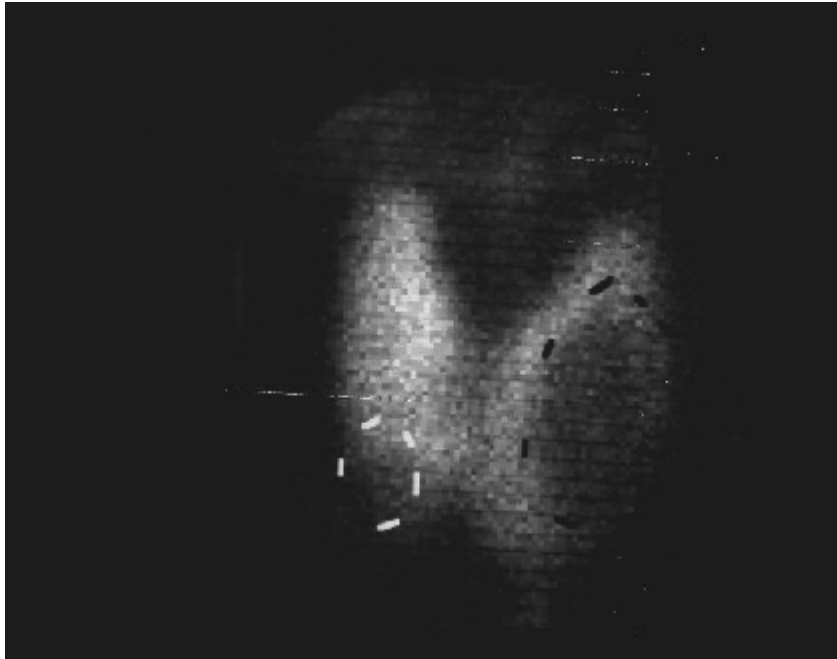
Image scintigraphique d'un goitre nodulaire : volumineux nodule froid gauche et un petit nodule droit.
